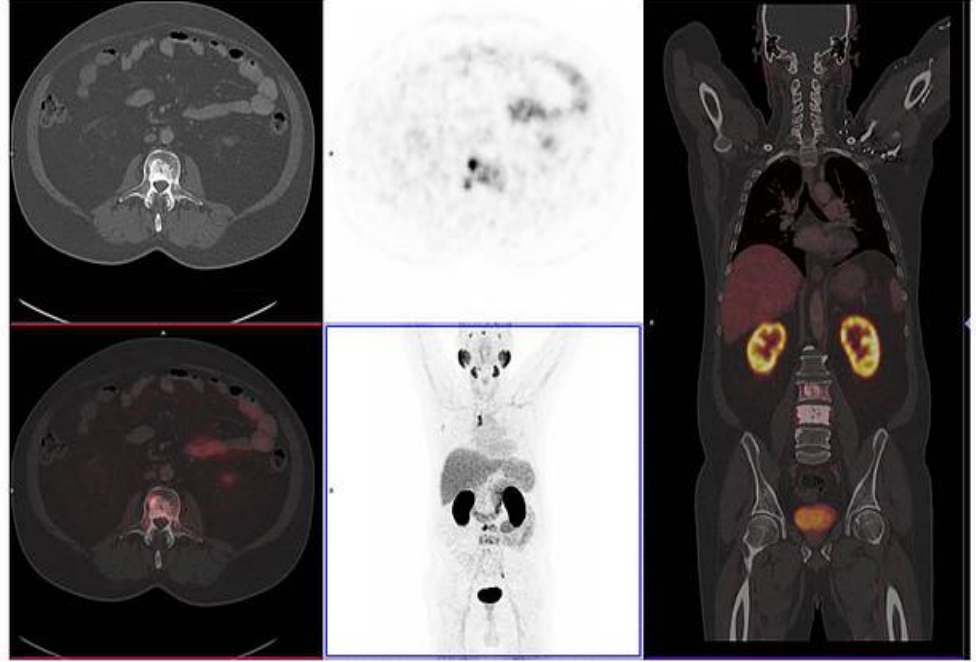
⁶⁸Ga kullanılarak PSMA PET-CT
